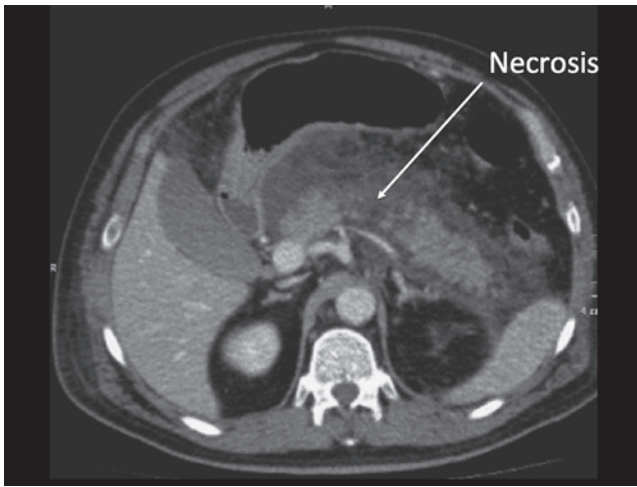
CT que muestra pancreatitis aguda edematosa intersticial con perfusión adecuada del cuello y cola del páncreas, con una zona confluyente de necrosis en el cuerpo pancreático. Páncreas rodeado por líquido, inflamación y posible necrosis de la grasa peripancreática.
